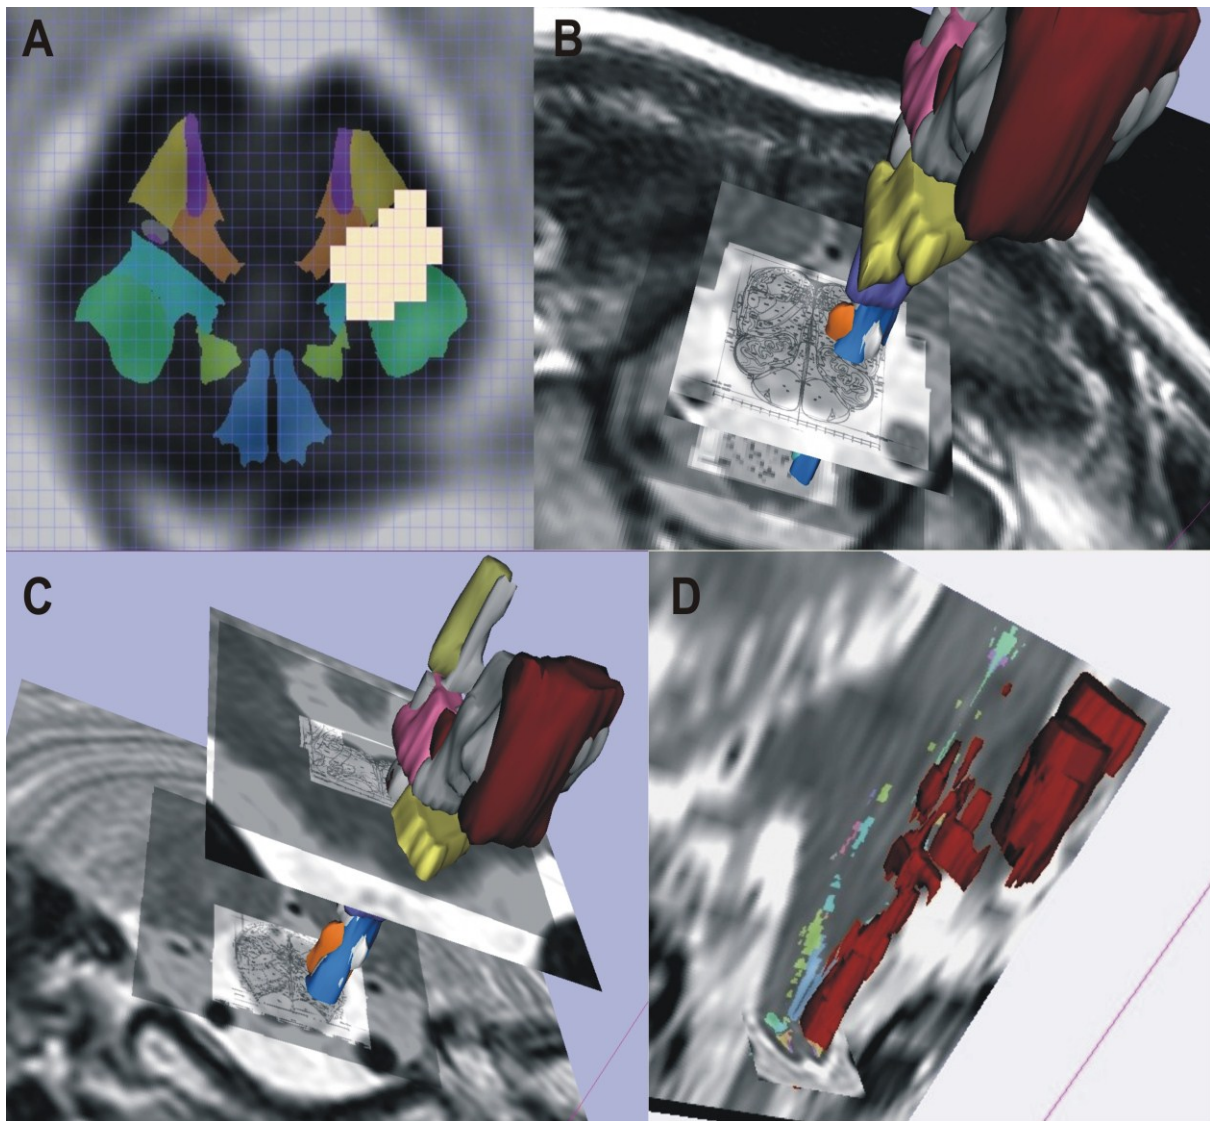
Korrelation der Läsionsprofile mit den anatomischen Daten aus dem Hirnstammatlas nach Paxinos (Paxinos and Huang, 1995). A) Schnitt durch die Medulla oblongata mit angepasstem Hirnstammatlas. Das ischämische Areal (des Patienten in Abb. 10) ist auf der linken Seite markiert. B) und C) 3D-Ansichten der individuellen ischämischen Läsionen (markiert in verschiedenen Farben) bei Patienten mit pathologischen VEMPs mit Projektion auf die Medulla oblongata (B) und auf die Pons (C). Die Atlas-Daten sind als Templates visualisiert und auf den MRT-Datensatz des Referenzgehirns projiziert. D) Die Läsion assoziiert zu pathologischen VEMPs sind in Rot dargestellt und können über den Atlas den betroffenen anatomischen Strukturen zugeordnet werden.
